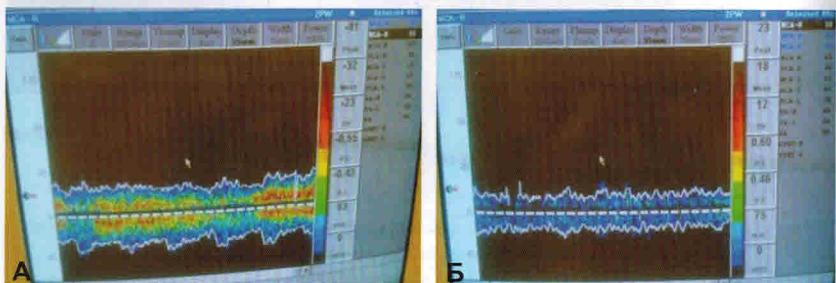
УЗИ БЦА пациентки Г., 42 года (аномалия Киммерле), до операции:
